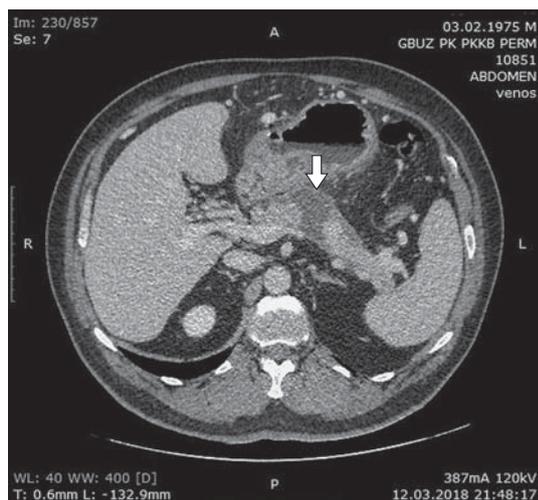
Компьютерная томограмма. Панкреонекроз, состояние после дренирования сальниковой сумки. Исследование перед выпиской. В области тела ПЖ некроз ткани на всю толщину паренхимы (указан стрелкой), протяженность дефекта ППЖ 2 см.
